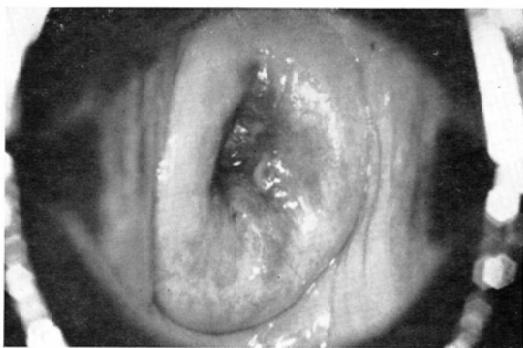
6 MV X線7500 R A D照射後1カ月の残存病巣
